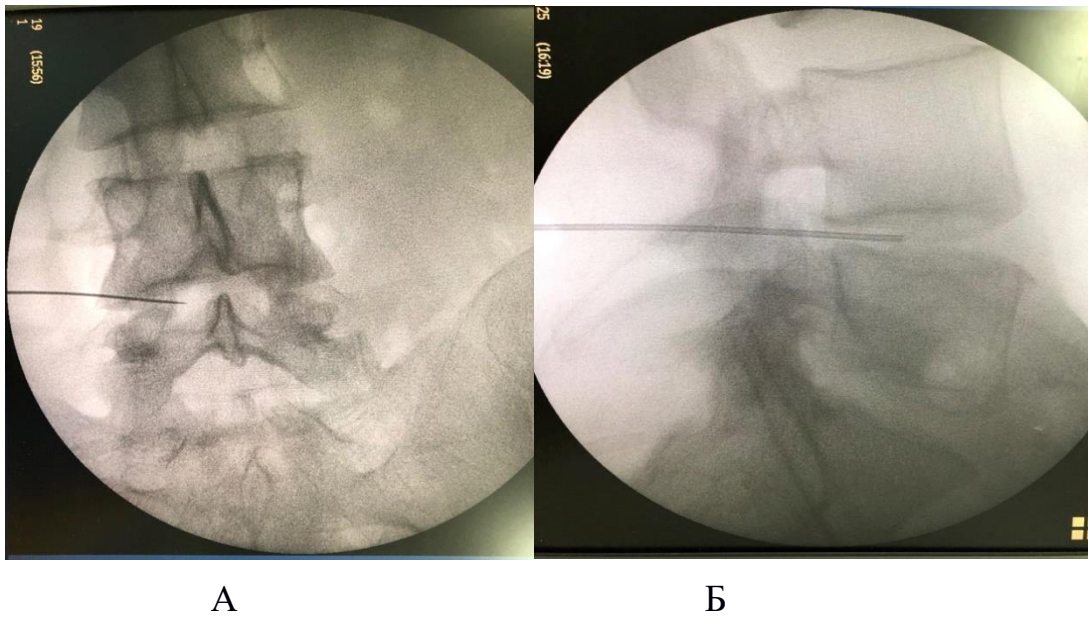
Интраоперационные рентгенограммы пациентки Н., и/б № 29095,2019г. Контроль положения иглы в аксиальной (А) и сагиттальной (Б) плоскостях
